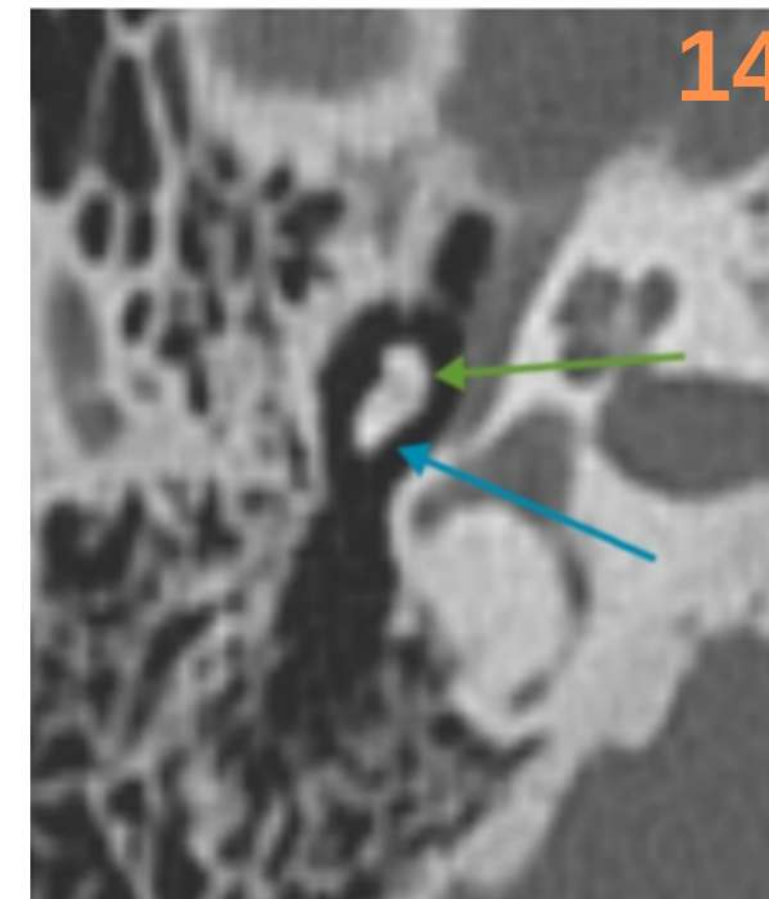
Imagen de TC de la cadena osicular, en verde se señala la cabeza del martillo y la azul el cuerpo del yunque (imagen de "cono de helado").
